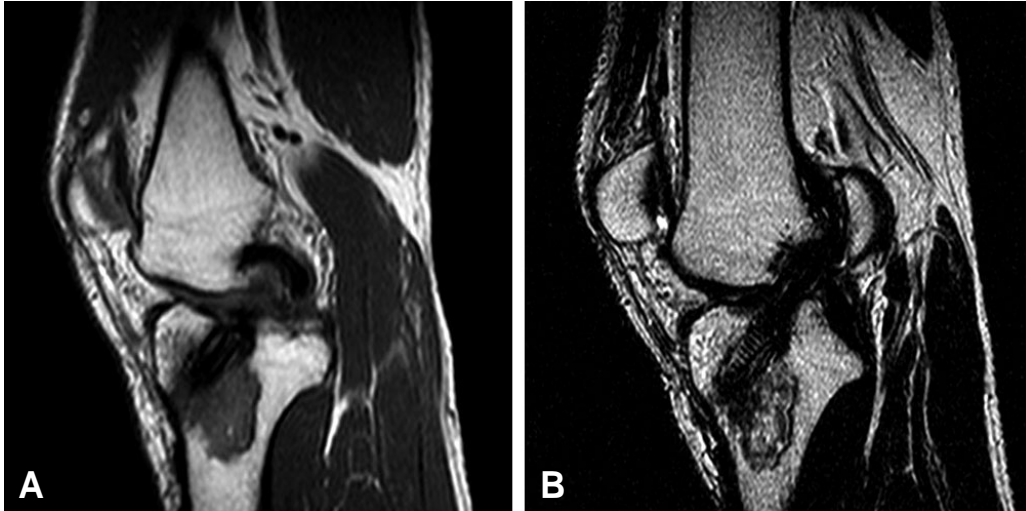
MRI shows osteolysis of the tibial tunnel with bioscrew. (A) T1-weighted Sagittal image (B) T2-weighted Sagittal image.
